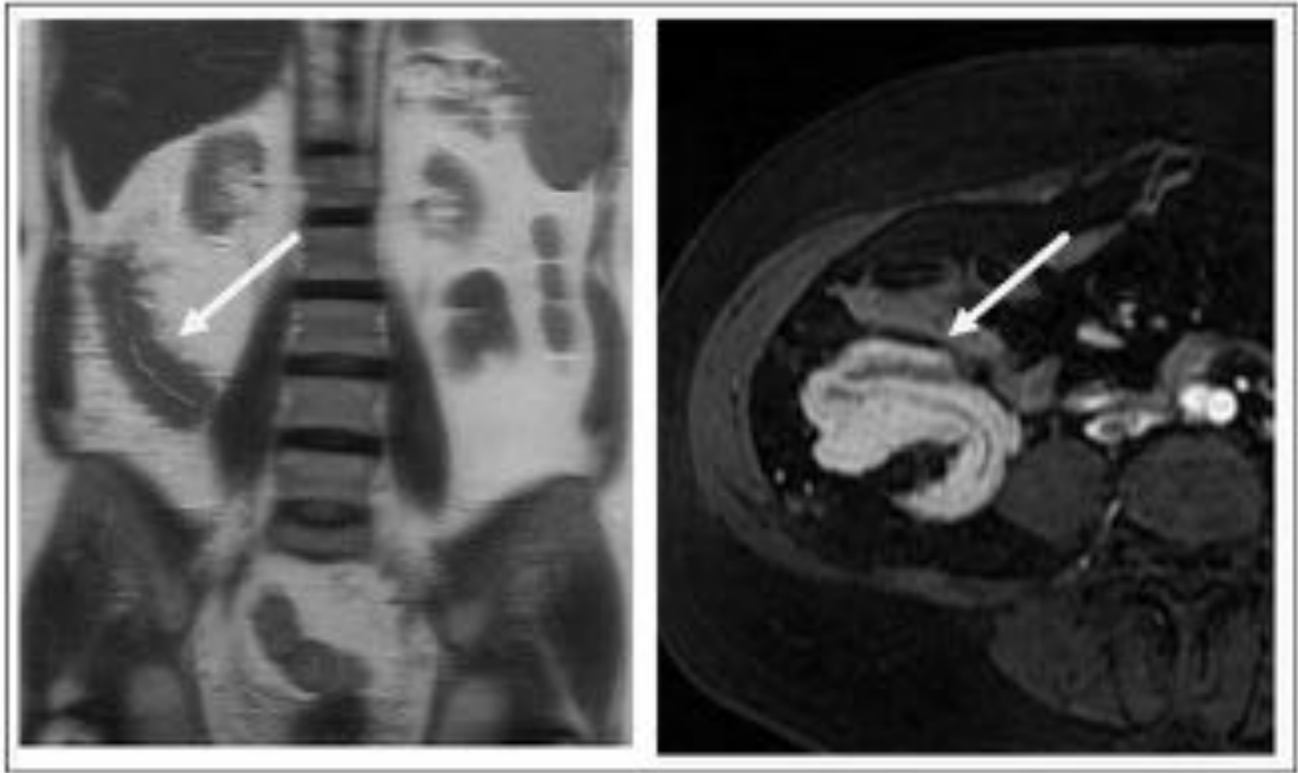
RM de un trasplante de páncreas sin hallazgos patológicos. (a.) Secuencia potenciada en T2 en plano coronal que muestra un trasplante de páncreas (flecha), que tiene una intensidad de señal intermedia. Se visualiza una porción no dilatada del conducto pancreático. (b.) Imagen coronal de secuencia LAVA que muestra un realce normal de un trasplante de páncreas (flecha) con drenaje venoso portal-entérico.
